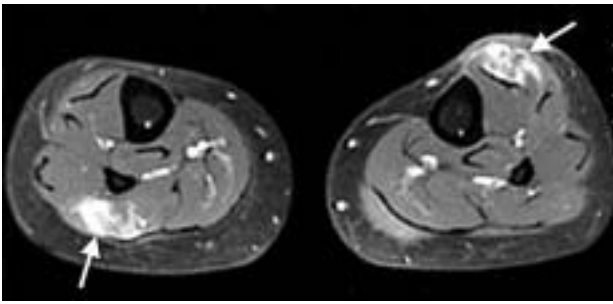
⁽³⁴⁾ - Miopatia sarcoidótica nodular. RMN com contraste EV: múltiplas lesões intramusculares, com padrão de captação “em rim” (hipocaptação central).
